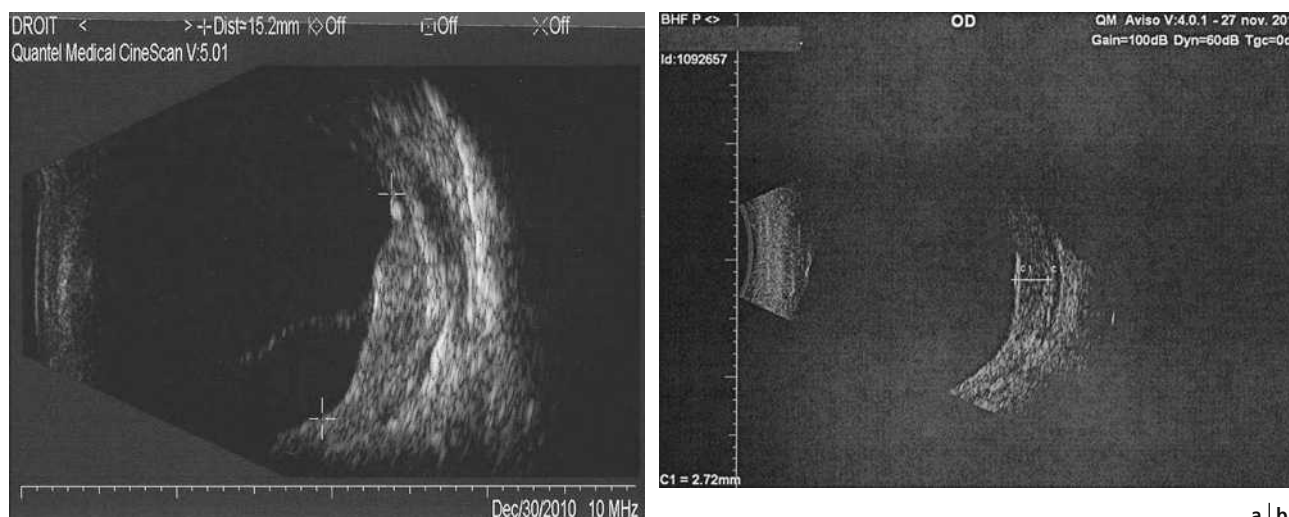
Même patient qu'à la fig. 14-20. Échographies. Hémangiome diffus avant (a) et après (b) radiothérapie.
